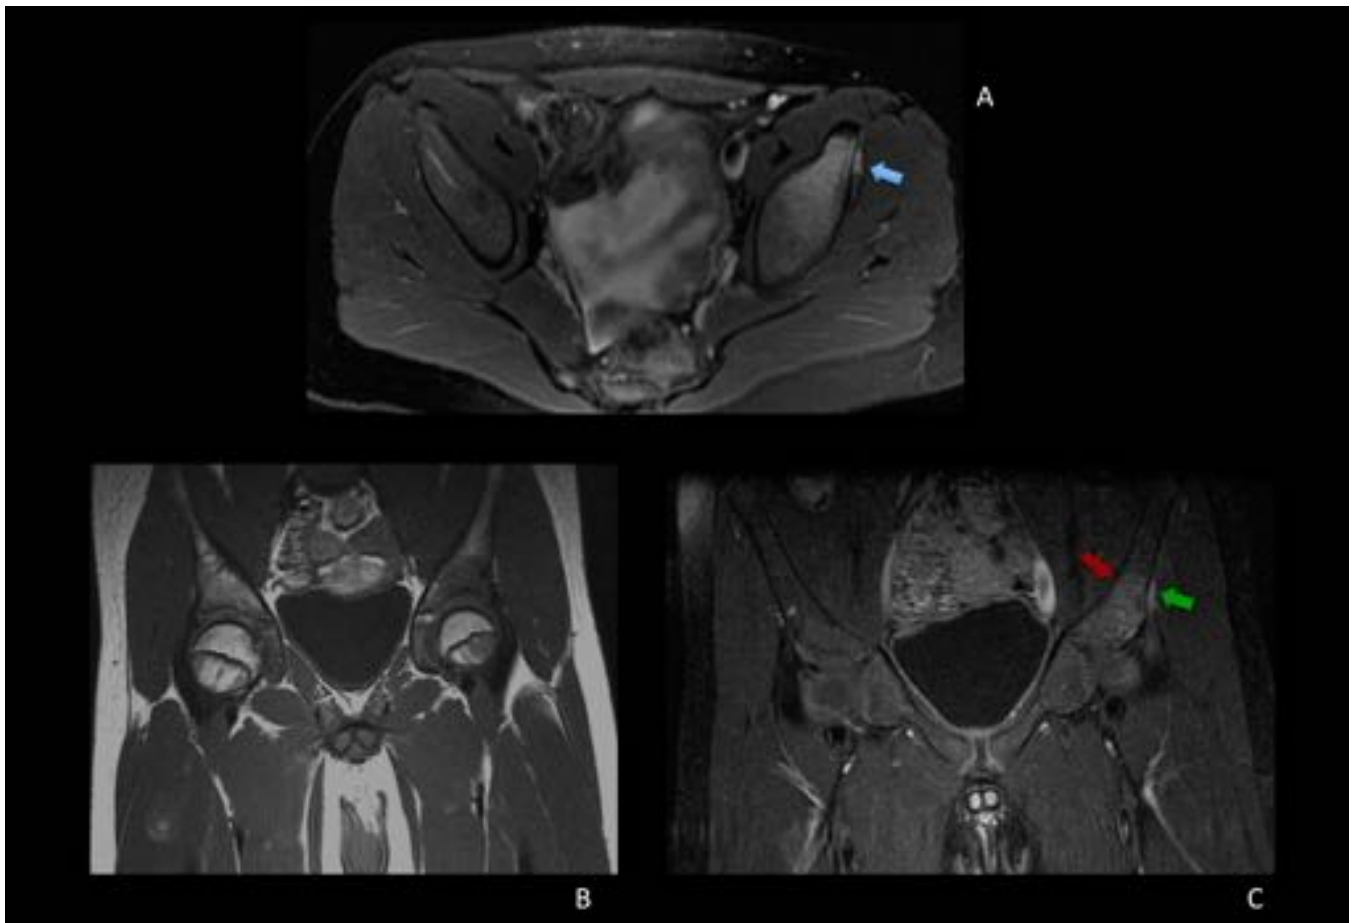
Osteomielitis *S. Aureus*. con flemón perióstico. Varón de 12 años con cojera y dolor en cadera izda y fiebre de 48h de evolución con reactantes agudos elevados sin antecedente traumático y posterior hemocultivo positivo. Rx y ecografía normales. RM: En A. Axial DP FS: Edema óseo en acetábulo y espina ilíaca anteroinferior izda con engrosamiento perióstico (flecha azul). B. Coronal SE T1 sin cte y C. con cte: Realce acetabular (flecha roja) e imagen lineal perióstica hipercaptante (flecha verde).
